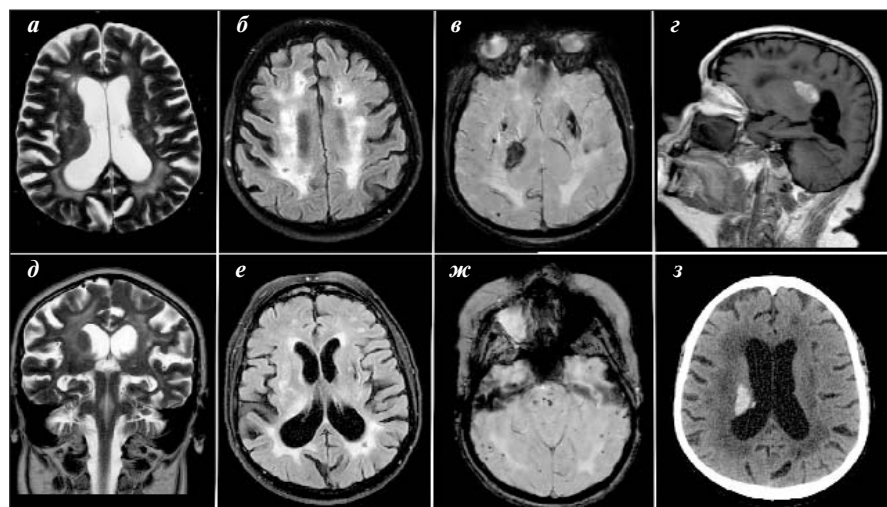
Геморрагический МР-фенотип ЦБМС у пациентки 51 года с гипертензионной внутримозговой таламической гематомой и остро возникшими выраженными дисрегуляторными КН (17 баллов по MoCA) на фоне агрессивно протекающей артериальной гипертензии: а, д – ГБВ, расширенные ПВП (*T2-ВИ*); б, е – ГБВ (*Fazekas 3; FLAIR*); в, ж – множественные ЦМК (*SWAN*); г – очаг кровоизлияния в правой теменной доле (*T1-ВИ*); з – гиперденсивный участок кровоизлияния в правой теменной доле (компьютерная томография, КТ)
